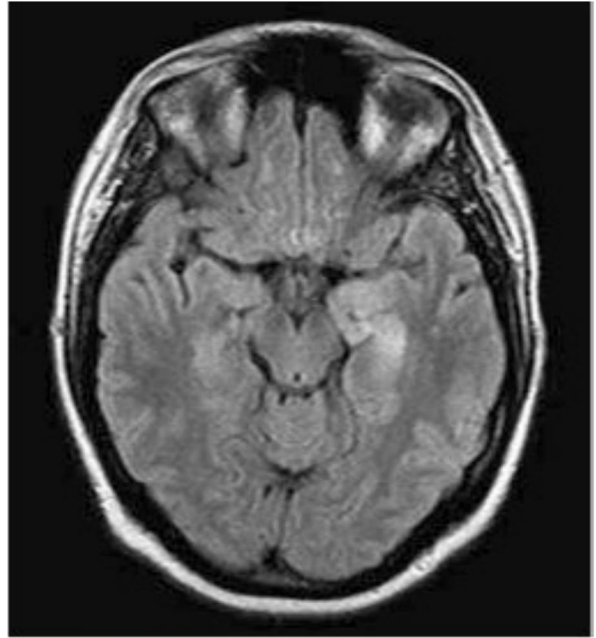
1 Resonancia magnética craneal de una paciente con encefalitis paraneoplásica asociada con un teratoma ovárico. La paciente presentó una depresión rápidamente progresiva y déficit de la memoria a corto plazo, con desarrollo posterior de crisis epilépticas, descenso del nivel de consciencia e hipoventilación. La RM mostró hiperintensidad FLAIR asimétrica con afectación de los lóbulos temporales mediales.
